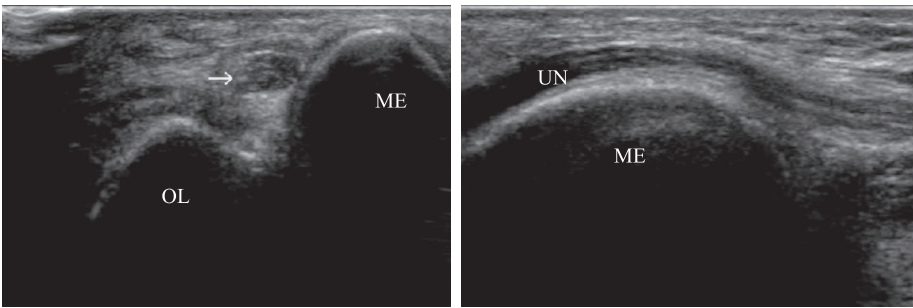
高频超声检查显示正常肘管中尺神经横切面(左)和纵切面(右) OL 为尺骨鹰嘴; ME 为内上髁; UN 为尺神经; → 为尺神经
